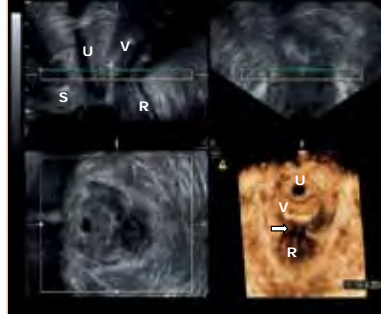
Three-dimensional perineal ultrasound multiplanar display showing anatomic distortion of rectovaginal septum and endometriotic nodule. (S= Symphysis, U = urethra, V= Vagina, R = Rectum, 1 = nodule)
